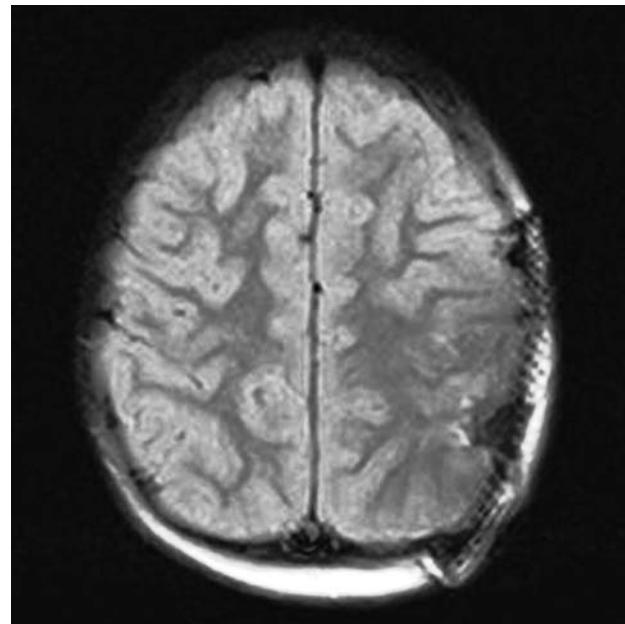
МРТ головного мозга на вторые сутки после операции с контрастированием, послеоперационный контроль
